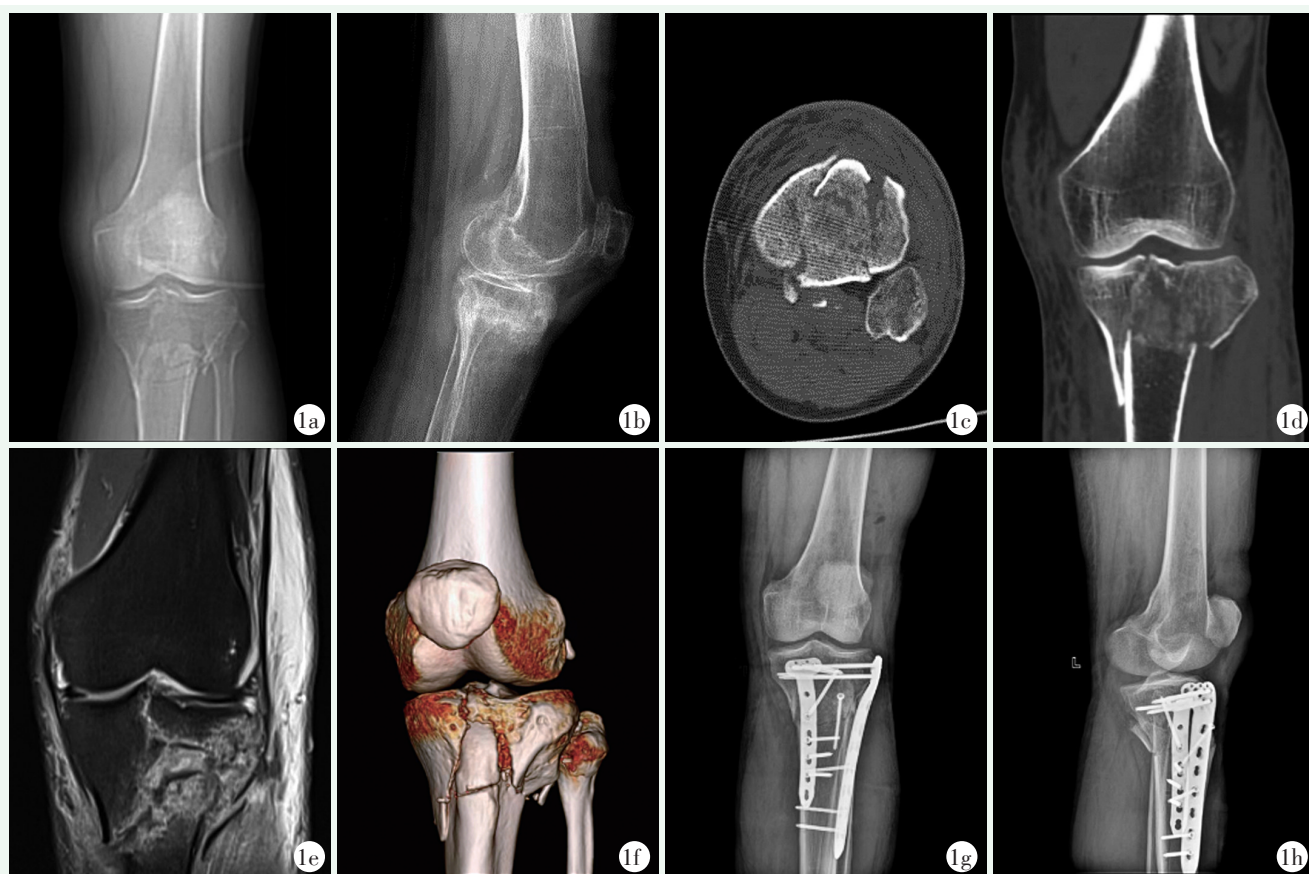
患者男性，61 岁，过伸型胫骨平台骨折 (Schatzker V 型)，行双钢板内固定。1a: 术前左膝正位 X 线片示胫骨平台骨折；1b: 术前左膝侧位 X 线片示胫骨平台骨折；1c: 术前左膝横断位 CT 示胫骨平台前外侧髁骨皮质连续性中断；1d: 术前左膝冠状位 CT 示胫骨内侧髁和外侧髁劈裂骨折；1e: 术前左膝冠状位 MRI 示胫骨平台骨折；1f: 术前左膝 CT 三维重建清晰显示骨折情况；1g: 术后左膝正位 X 线片示骨折解剖复位，内固定位置良好；1h: 术后左膝侧位 X 线片示骨折已复位，关节面平整，内固定位置良好。
